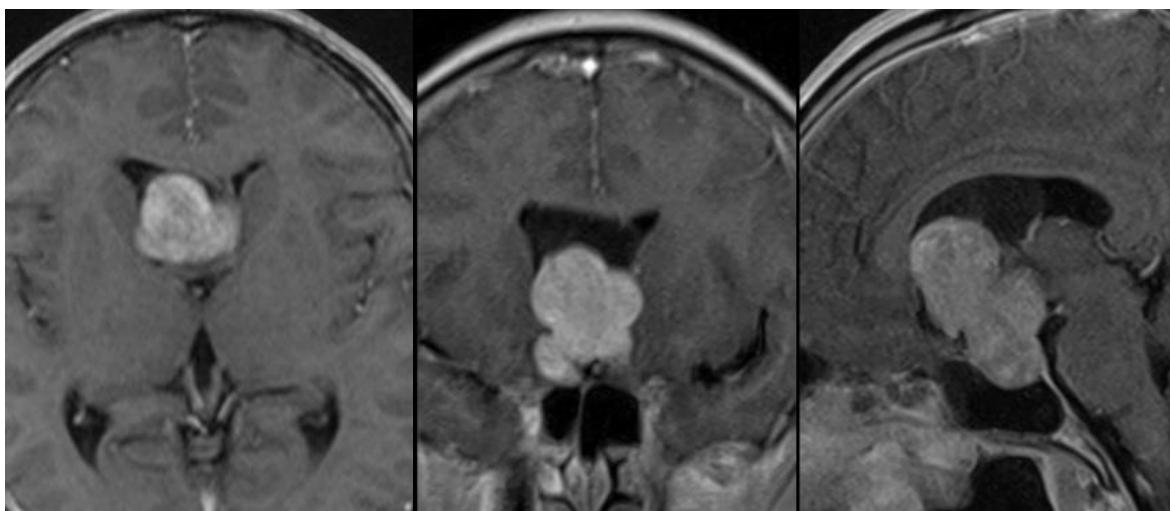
МРТ з внутрішньовенним контрастуванням у режимі T133 в аксіальній, коронарній та сагітальній проєкціях.
